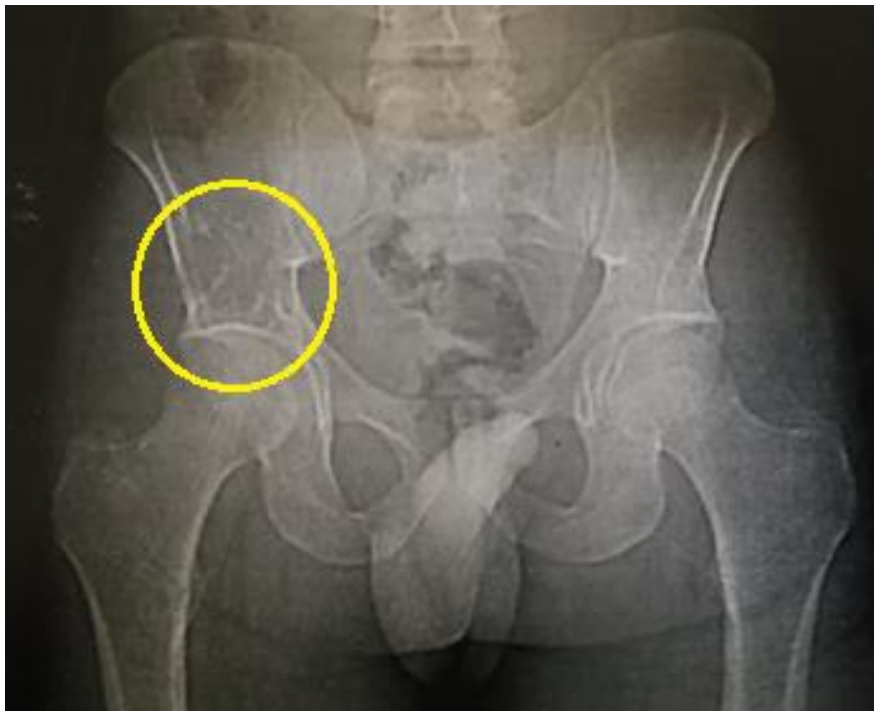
Radiographie standard du bassin, montrant une lésion ostéolytique (cercle) au niveau de l'aile iliaque droite.
